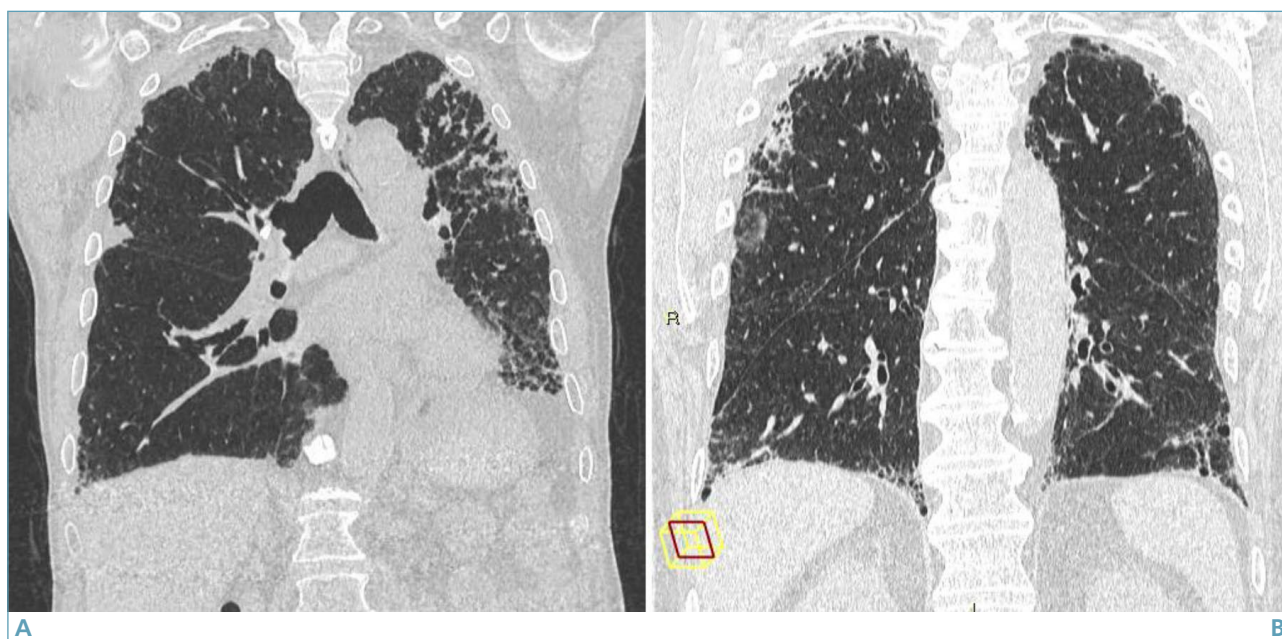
PPFE-UIP (Fibroelastosi Pleuro-Polmonare - Polmonite Interstiziale Usuale); caratteristiche HRCT (A-B). Le immagini HRCT, ricostruite su piani coronali a diversi livelli (A, B), evidenziano ispessimenti sub-pleurici bilaterali che interessano prevalentemente gli apici polmonari, con alterazioni fibrotiche del parenchima, condizionanti perdita di volume dei lobi superiori. In sede basale, in particolare a livello dei seni costofrenici, si apprezzano alterazioni fibrotiche del parenchima quali opacità reticolari, bronchiectasie e *honeycombing*.
